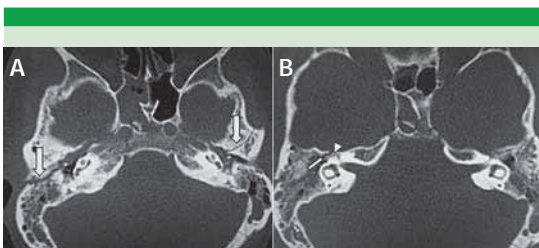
A. Tomografía axial con fractura temporal bilateral: longitudinal derecha y transversal izquierda (flechas). B. Trazo de fractura (flecha), ganglio geniculado (cabeza de flecha).
